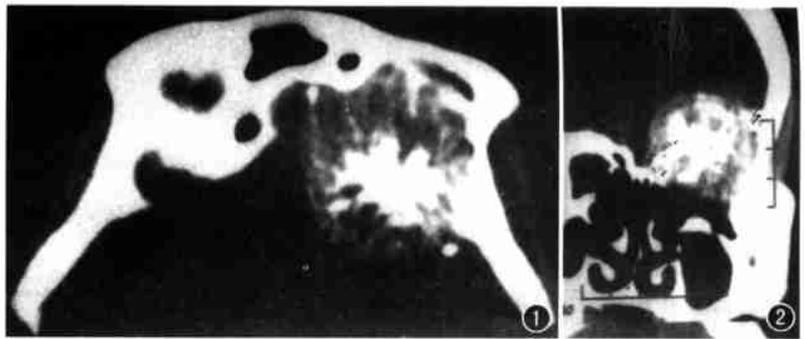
CT 轴位示左侧前颅凹内一类圆形高密度肿块,边界光整,其内见放射状和点线状钙化灶并有明显骨破坏。图 2 CT 冠状位示高密度肿块突破左眼眶上壁进入眶内。
